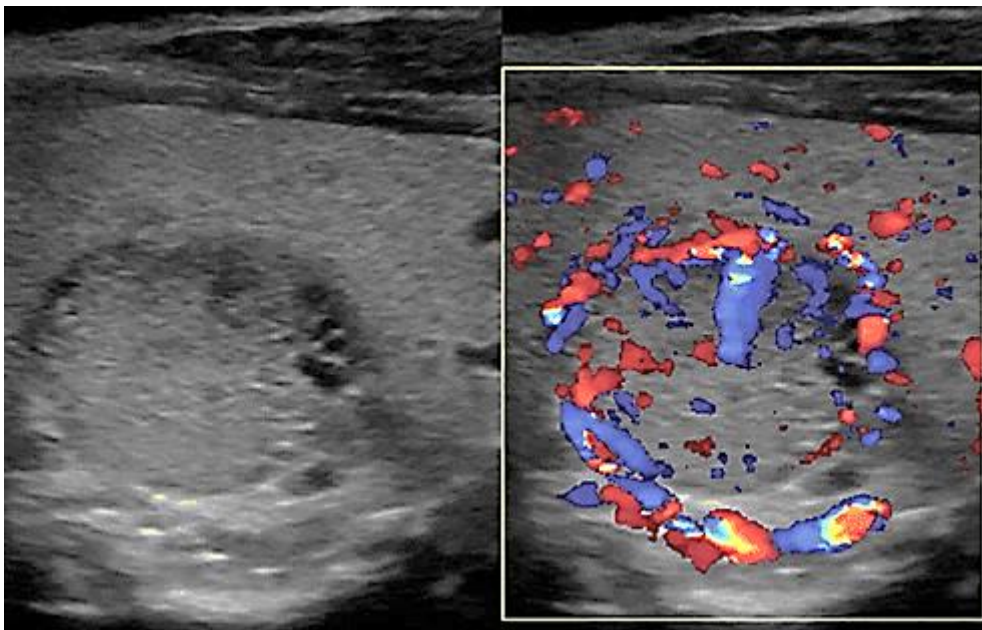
Darstellung eines solitären Nebenschilddrüsenadenoms im sonographischen B-Bild- (links) und Farbdoppler-Verfahren (rechts), das aufgrund der echogleichen Sonomorphologie mit einem dorsal gelegenen Schilddrüsenknoten verwechselt werden kann (Abb. nach Helme et al. [73]).
